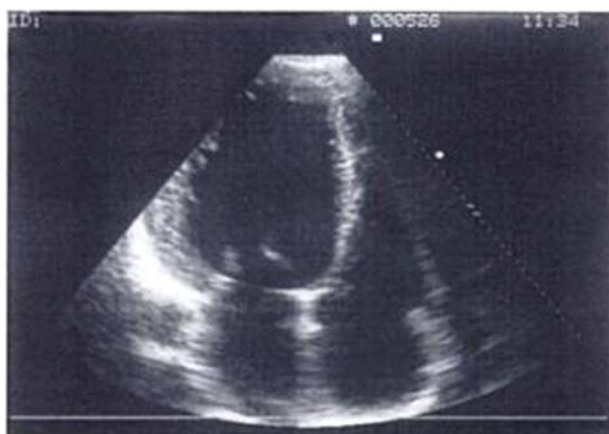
Ecocardiogramma ottenuto attraverso una finestra apicale con visione delle 4 camere che rivela una dilatazione delle camere cardiache ed in particolare del ventricolo sinistro ²²⁴.
